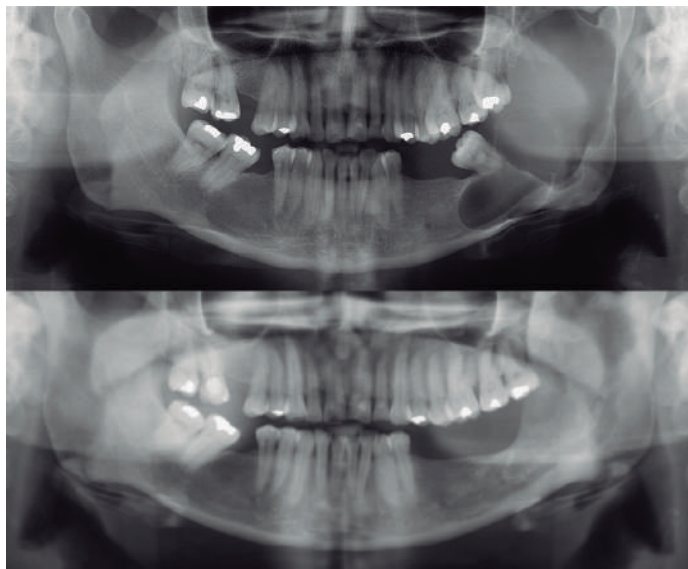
Radiografías panorámicas inicial y 11 meses postquirúrgica
